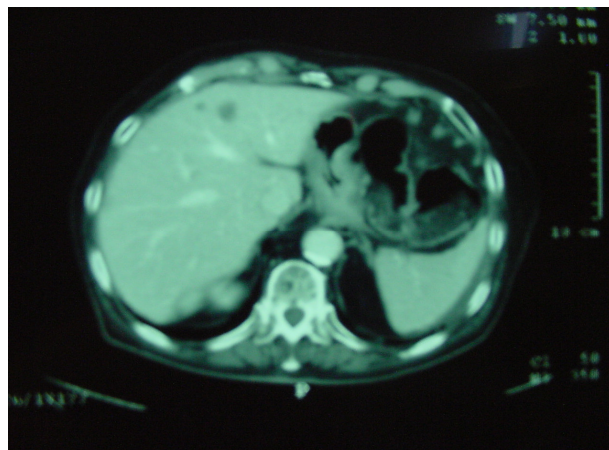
Tomografía axial computadorizada con metástasis hepáticas en el lóbulo derecho
